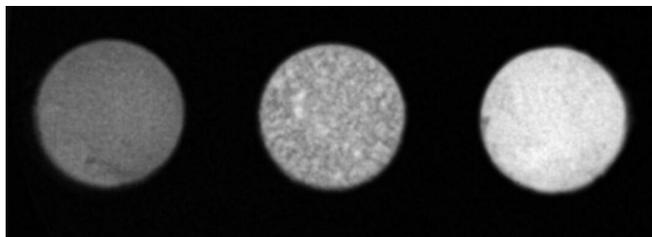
Radiografia digital obtida a partir das amostras.
